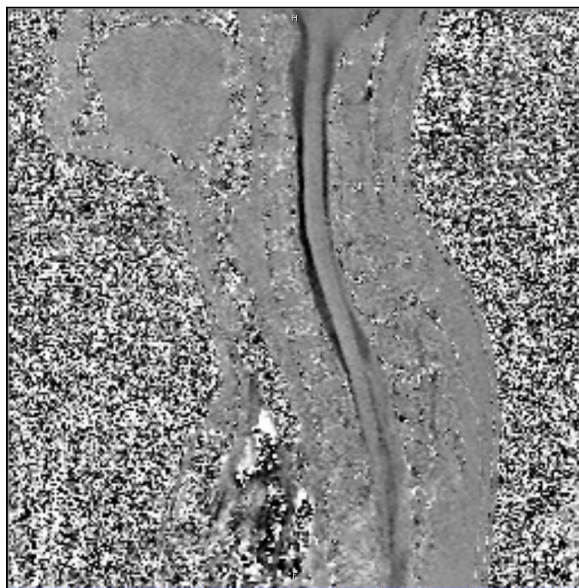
CINE MRT Patient Nr.88, GR TR 42ms TE 12ms
